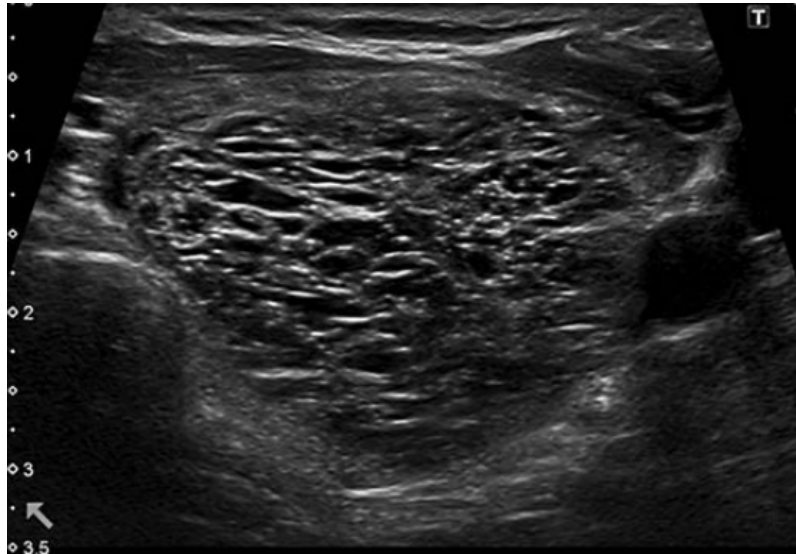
Aspect échographique EU-TIRADS 2, nodule spongiforme [30]
